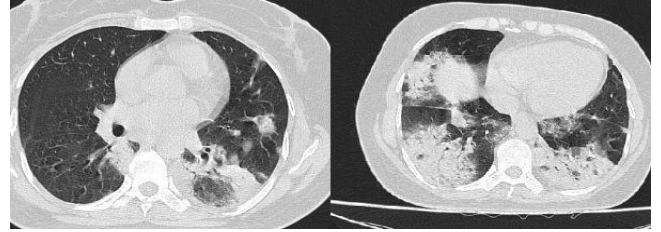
Toraks bilgisayarlı tomografide, bilateral üst lob ve sağ akciğer alt lob superiorunda buzlu cam, bilateral septal kalınlaşmalar (Olgu 1).
